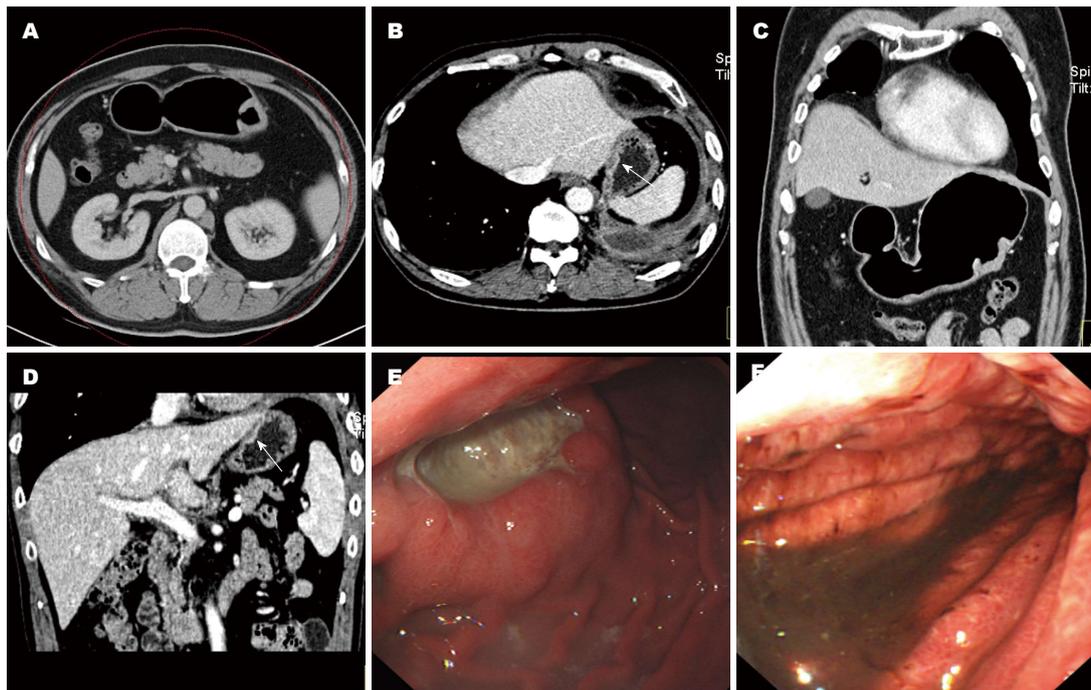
肺癌胃转移. A, B: 病例1, 2增强MSCT静脉期轴位图像; C, D: 病例1, 2增强MSCT静脉期冠状位MPR图像; E, F: 病例1, 2胃镜图像. MSCT: 多层螺旋CT; MPR: 多平面重建.
